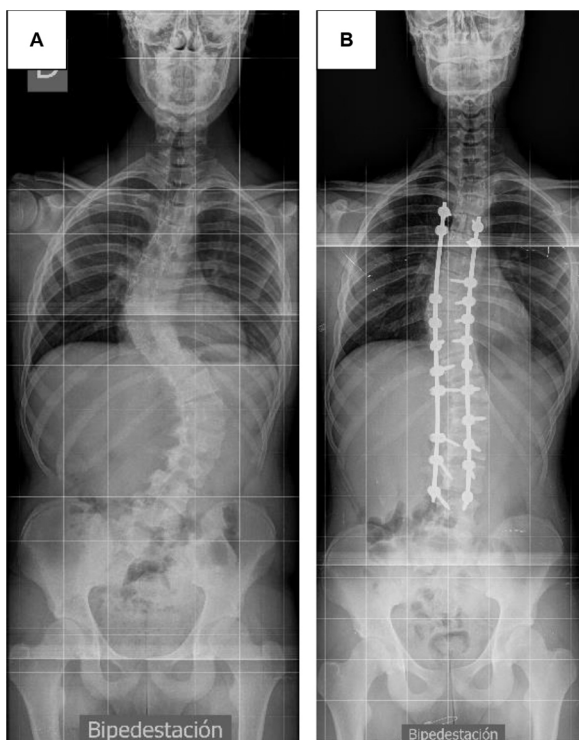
Paciente 2. A) Radiografía posteroanterior preoperatoria. B) Radiografía posteroanterior postoperatoria.
